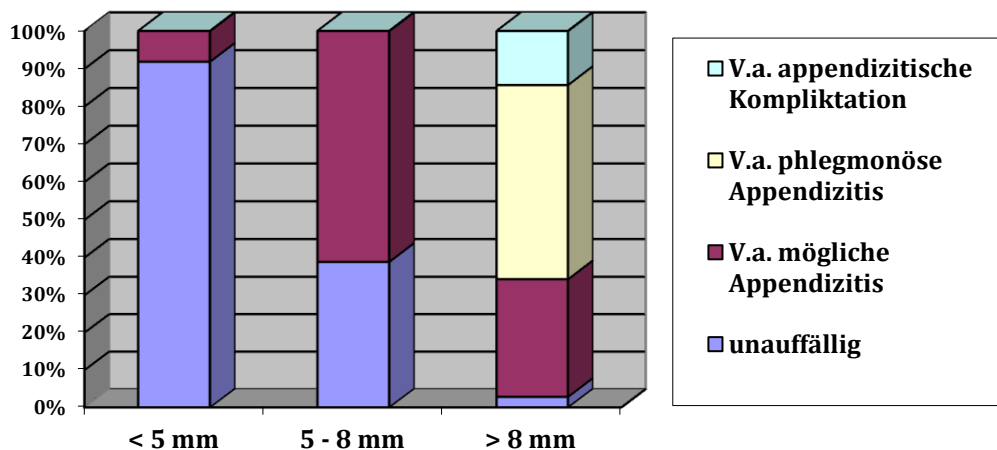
Vergleich Sonographiebefund mit Durchmesser in der Sonographie Kinder
